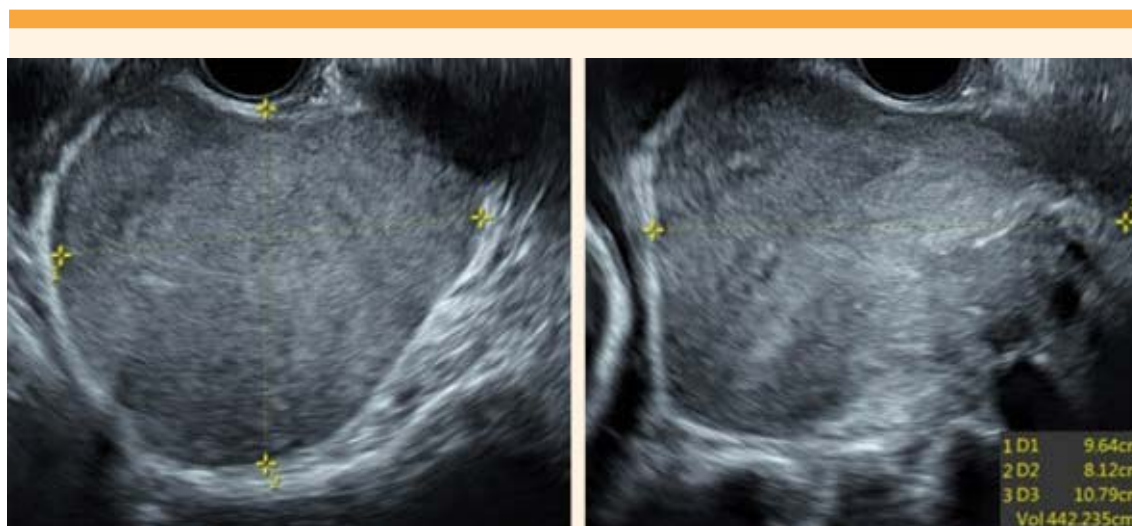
Ecografía del ganglioneuroma: lesión sólida, de contornos regulares, hipoeecogénica, homogénea de 107 x 96 x 81 milímetros.
